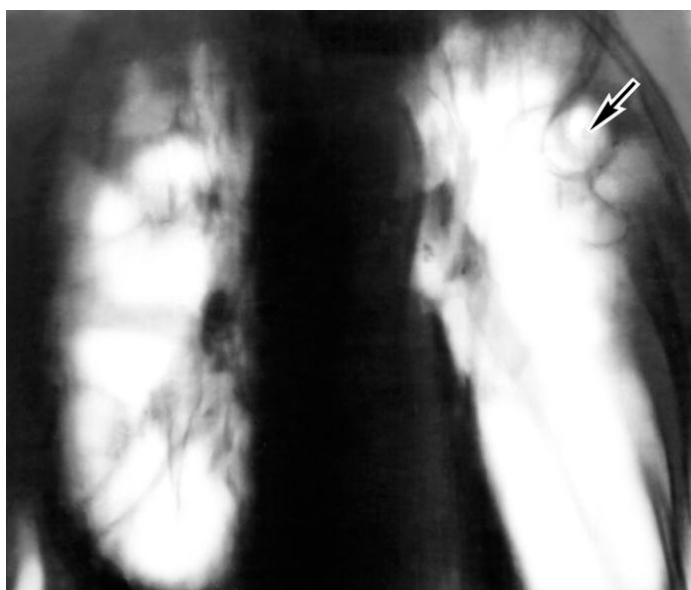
Лінійна томограма: кісти легенів
